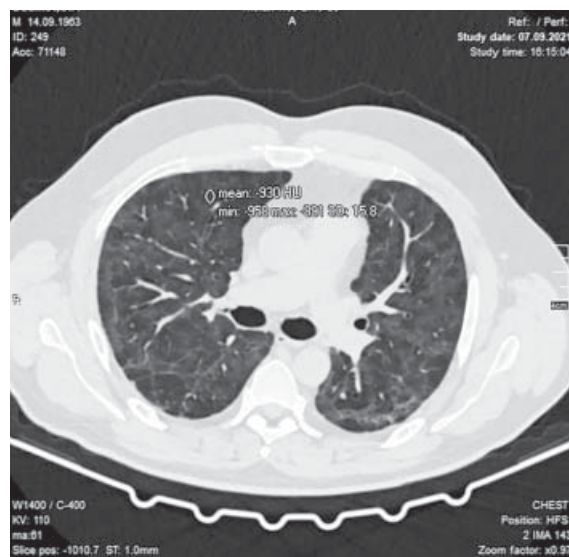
Аксіальний зріз КТ того ж хворого Д. через 3 місяці (7.09.21 р.)
